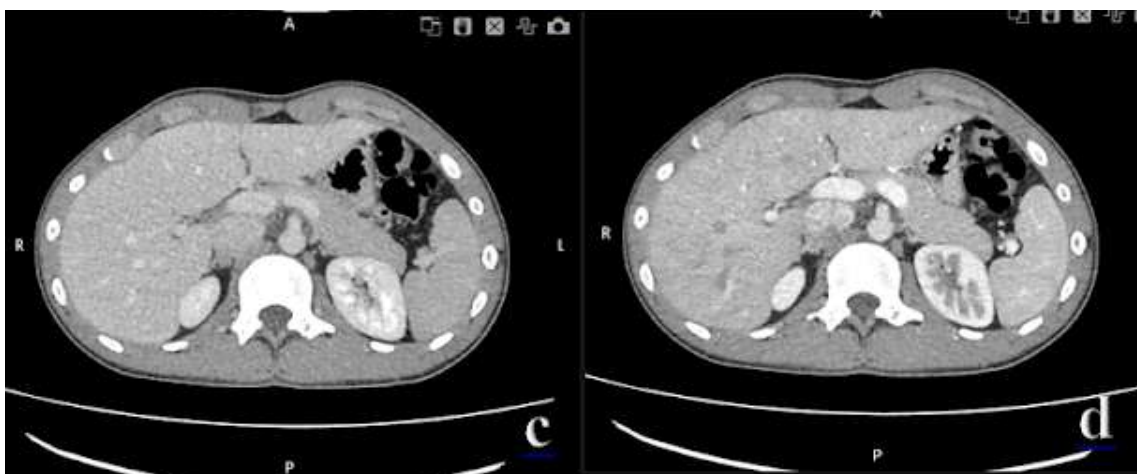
КТ-сканы органов брюшной полости, аксиальная плоскость, 4 фазы: а) нативная, б) артериальная, с) порто-венозная, d) отсроченная
